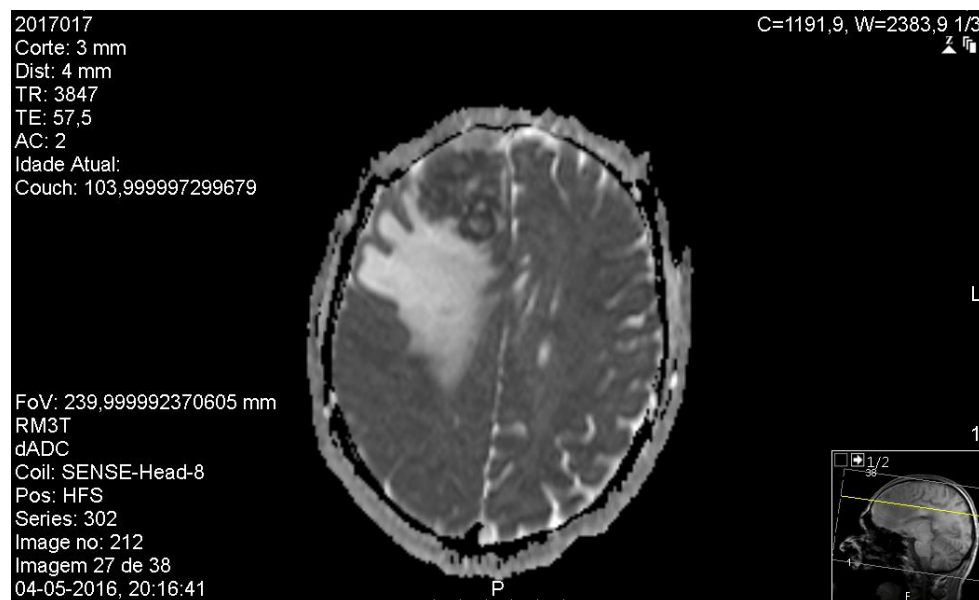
RMN crânio-encefálica realizada a 04/05/2016, com administração endovenosa de contraste iodado, a qual revela, “lesão expansiva cortico-subcortical frontal direita, com cerca de 39 mm de maiores eixos axiais, realce T1 GD em anel e centro quístico-necrótico. É rodeada por volumoso halo de edema vasogénico fronto-parietal e núcleo-capsular anterior, assim como
